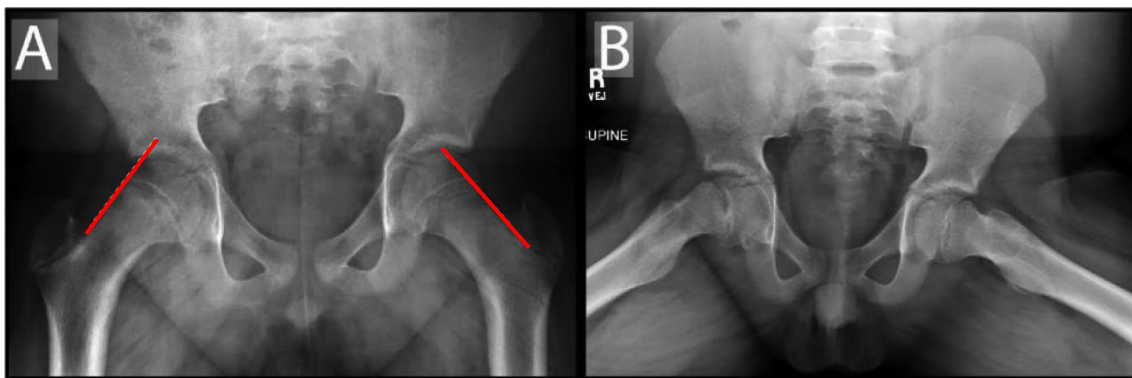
A) Radiografía A-P mostrando la línea de Klein (en rojo), que no corta epífisis en el lado derecho (el afecto). B) Visión axial que muestra ensanchamiento fisario y cierto grado de desplazamiento epifisario en lado derecho.(5).
